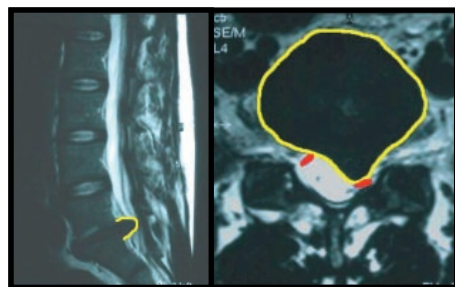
MRT der LWS sagittal (c) und axial (d): Massiver Prolaps L5/S1 (gelb) mit Verdrängung und Kompression der linken Nervenwurzel S1 (rot).
